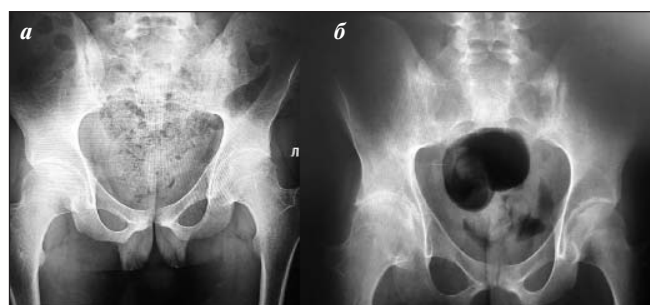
Пациент Л., 21 года, обзорная рентгенография костей таза: исходно (а) и через год наблюдения (б)
